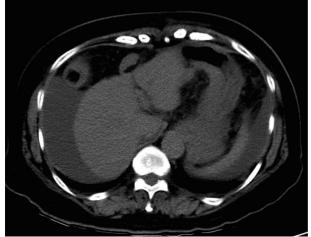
約半年前(上)と搬送時(下)の腹部単純CT
